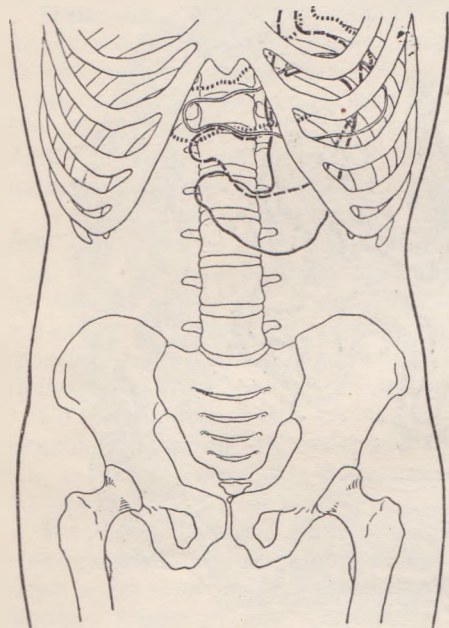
Положение желудка и изменение этого положения при выполнении некоторых гимнастических упражнений. Рисунок составлен на основании рентгенограмм, полученных у одного и того же испытуемого (наблюдения М. А. Джарова).
